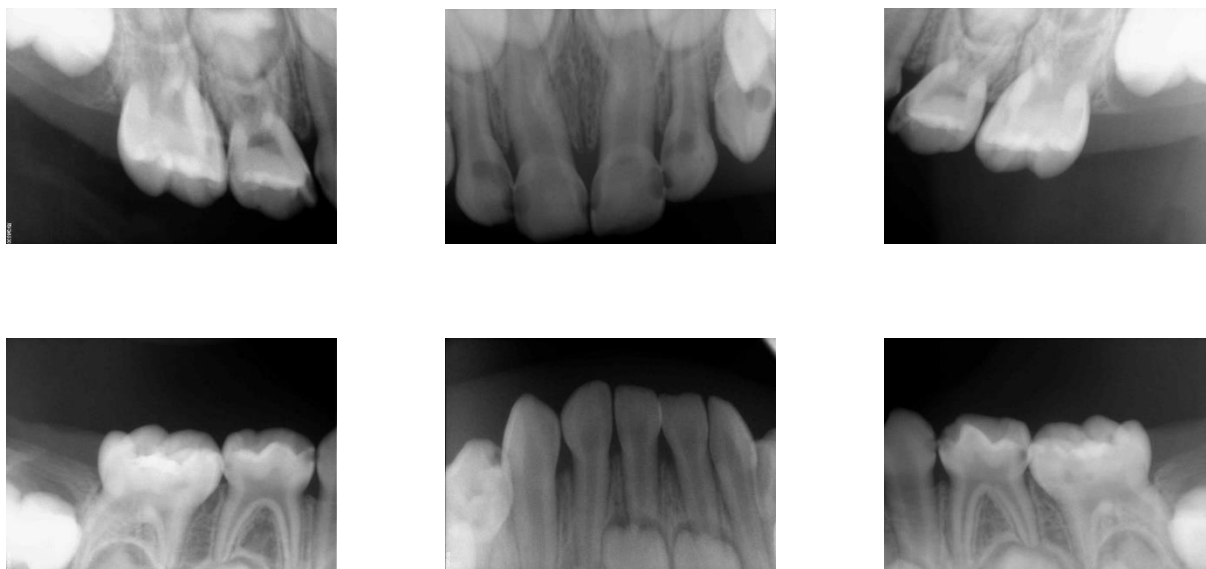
radiografías periapicales. Se observó que la mayoría de los órganos dentales presentaban lesiones cariosas que involucraban múltiples superficies principalmente interproximales
